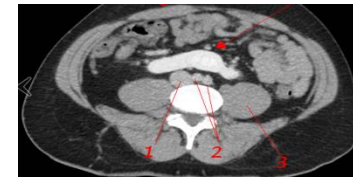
TDM abdominopelvien après injection de produit de contraste
